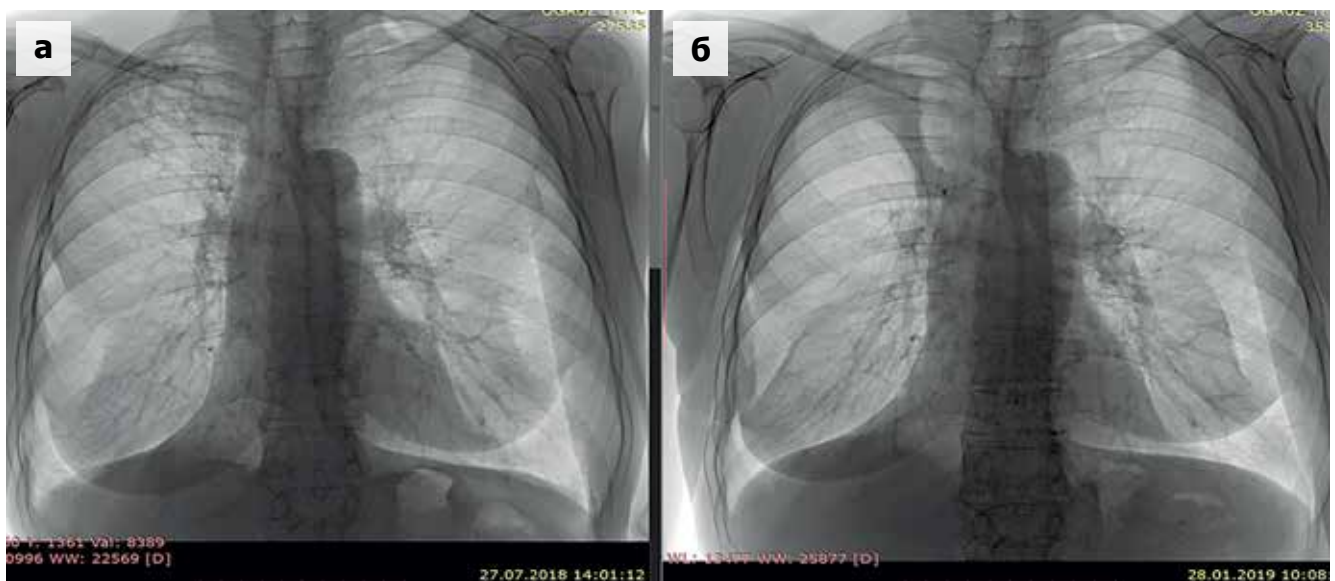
Patient V., diagnosis: infiltrative pulmonary tuberculosis in the decay phase, MTB (+). MDR (Resistant to: H, R, S, E, Z, Pth, and PAS). Chest X-ray a) at the beginning of chemotherapy b) by the completion of chemotherapy
